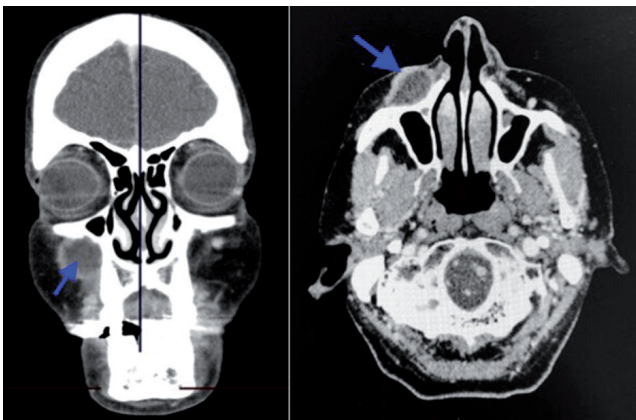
TC preoperatorio. Flecha azul marca lesión tumoral.
